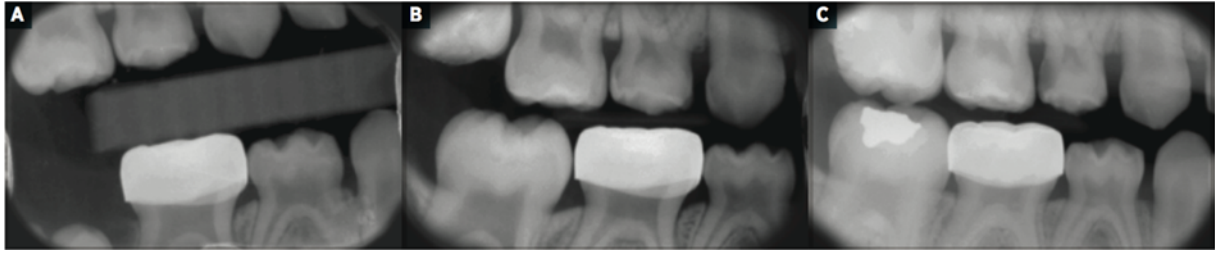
Suivi radiographique d'une CPP placée selon TH sur 85 d'un enfant âgé de 3 ans à 1an (a) ; 3 ans (b) et 4 ans (c) (source : Clark et coll., 2017)
